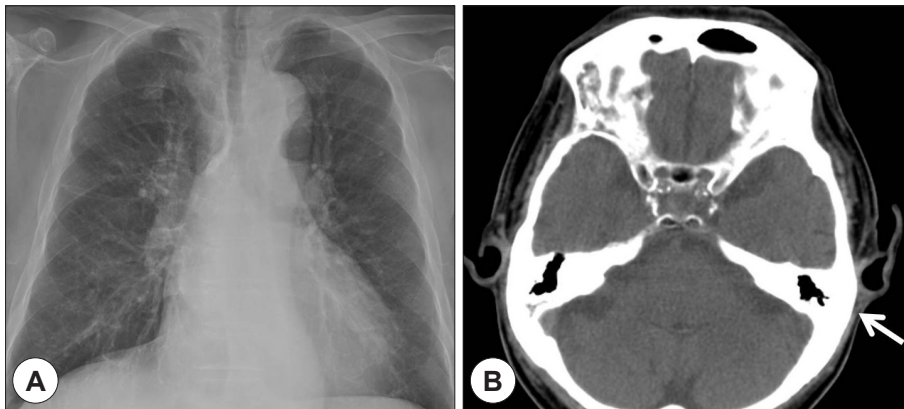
Both chest X-ray (A) and brain CT (B) at 1-year follow-up show normal. Note that the left mastoid cavity is pneumatic (arrow, B) as compared to Fig. 4A.
